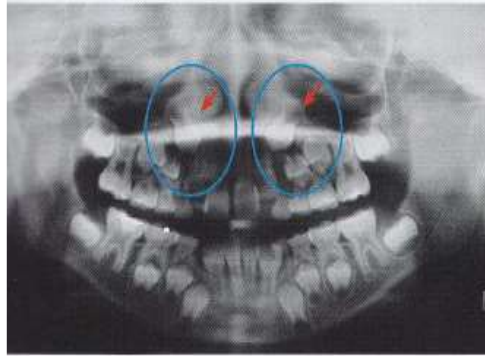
Radiografía panorámica en donde se observan caninos maxilares y mandibulares incluidos.
